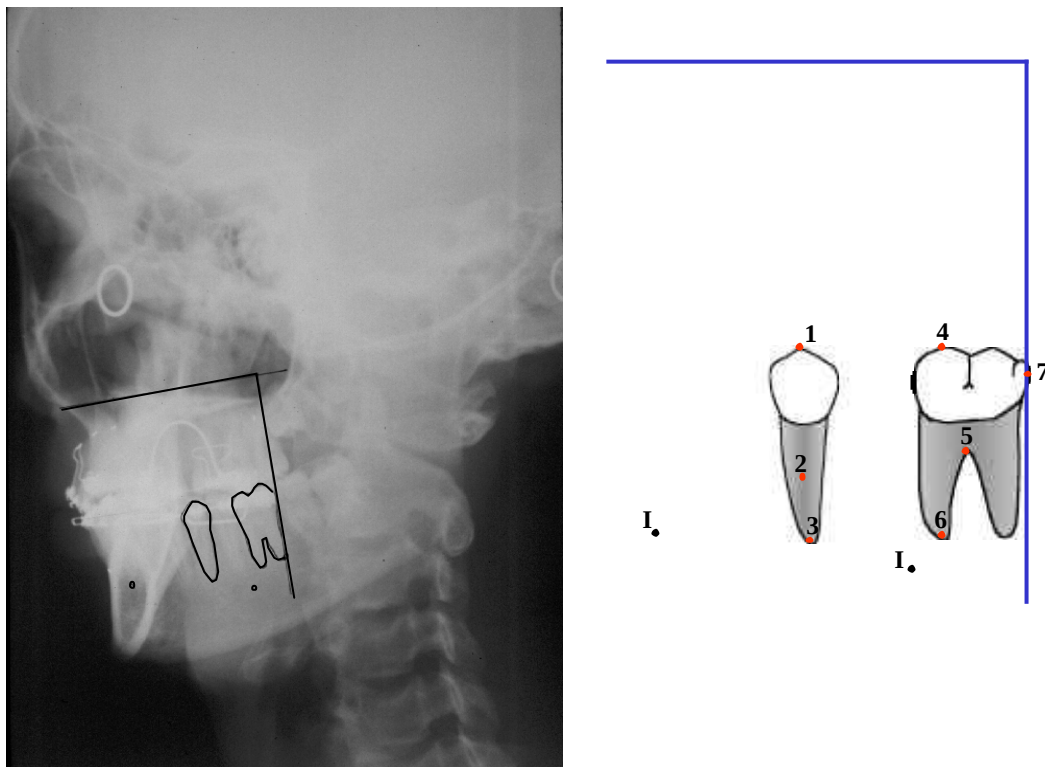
Pontos cefalométricos utilizados no estudo da telerradiografia a 45 graus e representação dos implantes metálicos de referência para sobreposições de traçados cefalométricos.
